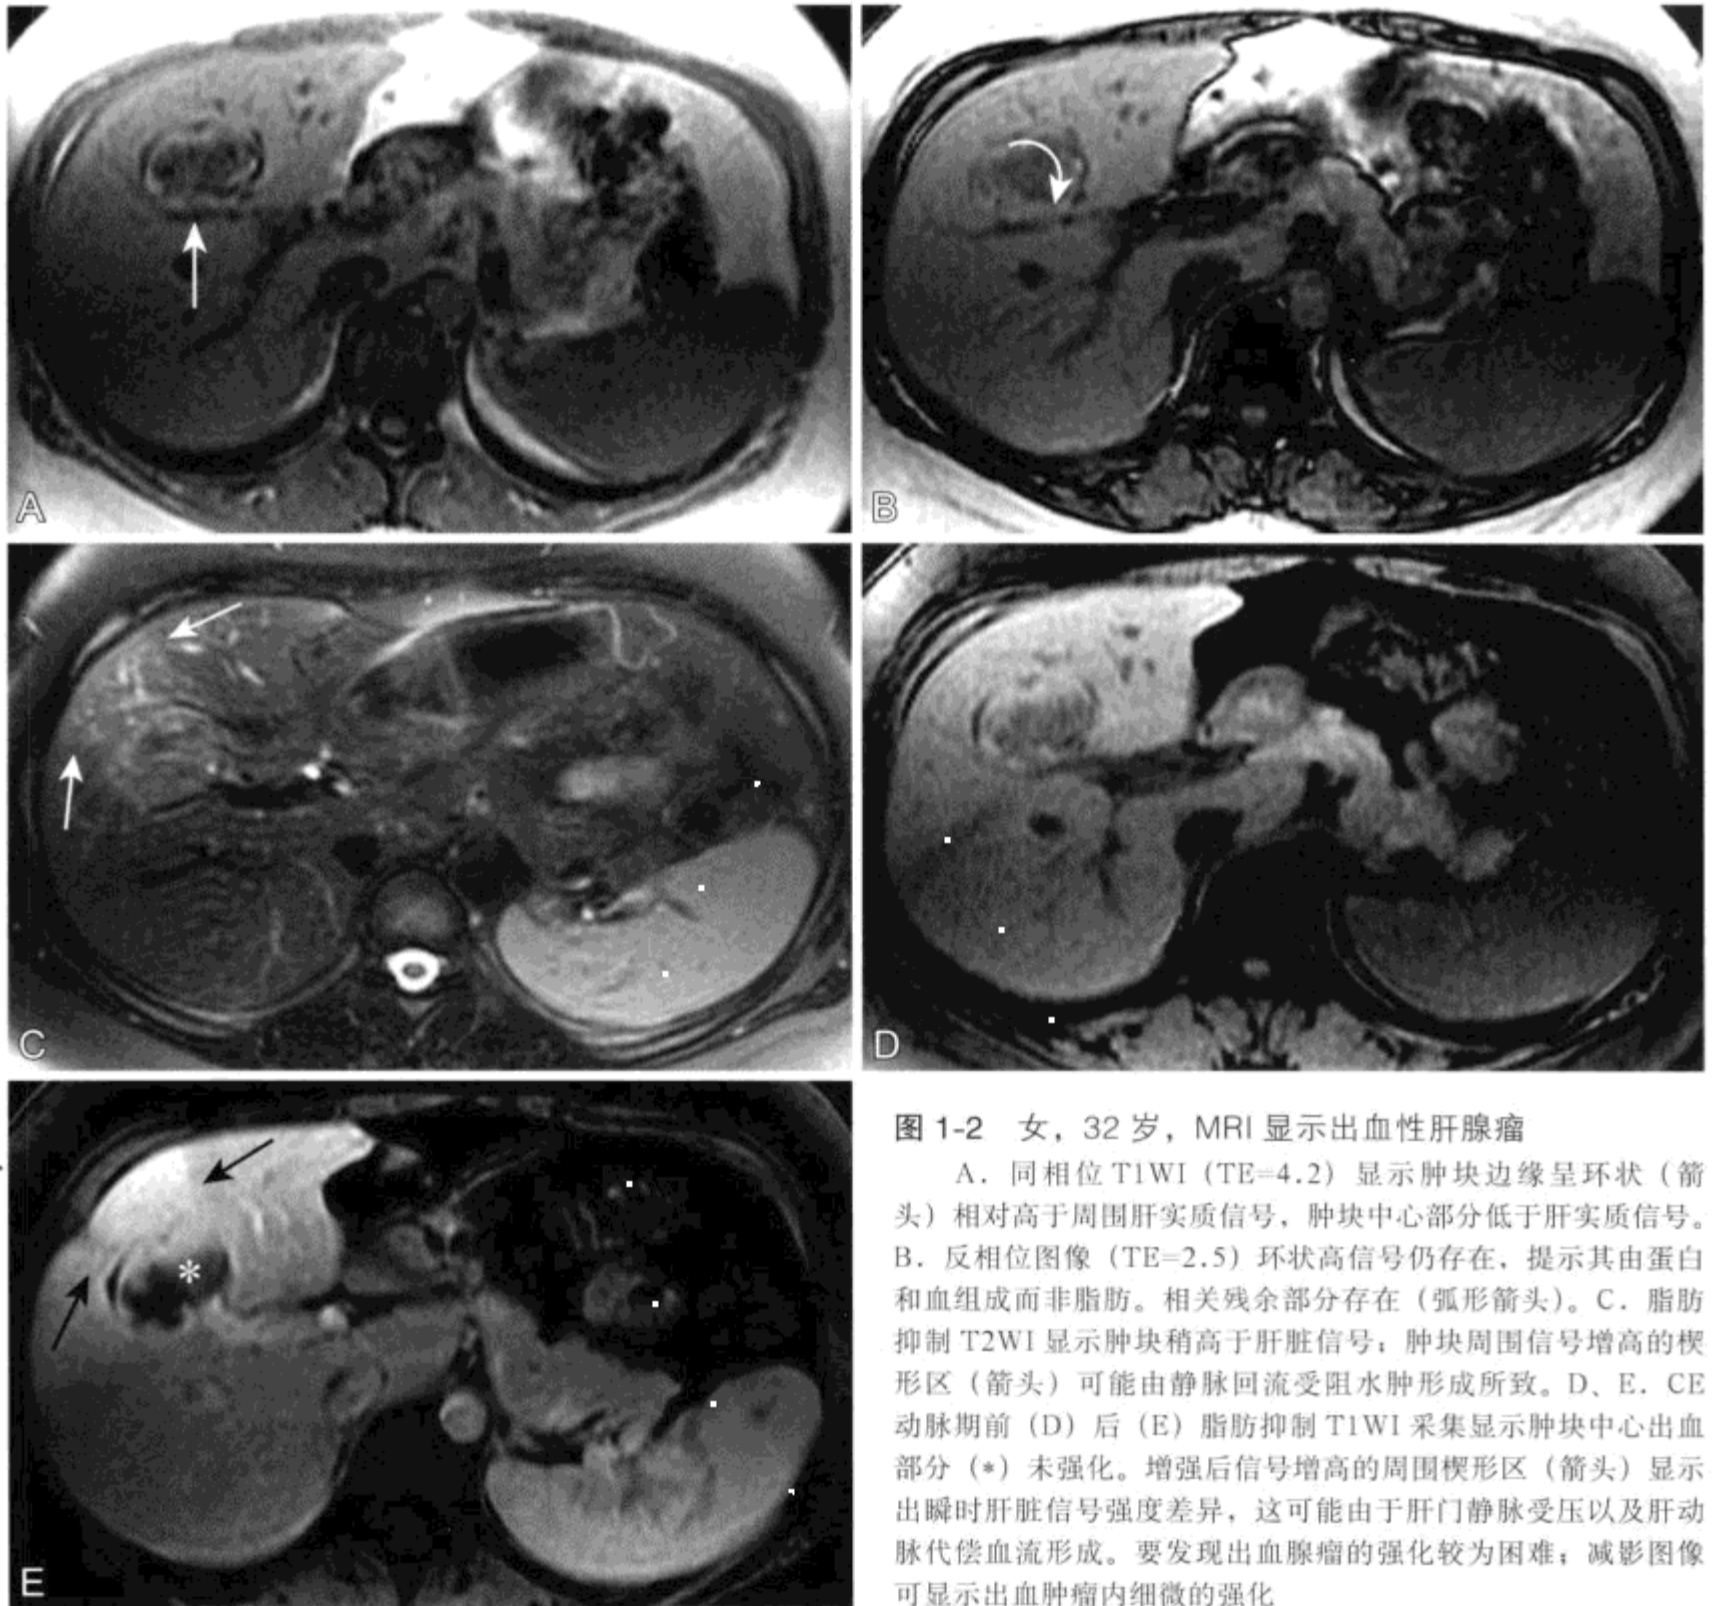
女, 32 岁, MRI 显示出血性肝腺瘤
